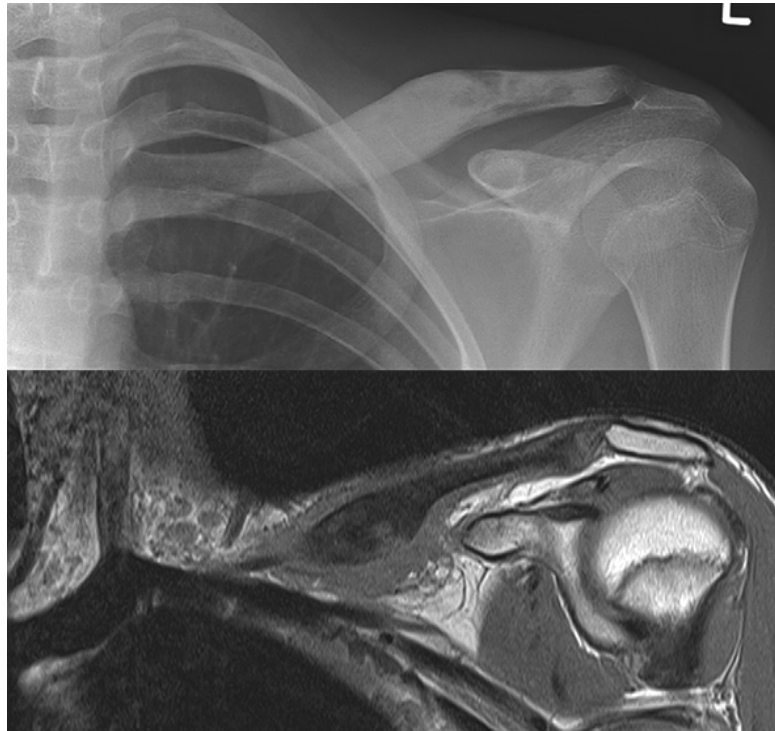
Radiographie conventionnelle (en haut) et montrant l'hyperostose et l'ostéite de la clavicule, vu en IRM en hyposignal T1W (en bas) avec gonflement des tissus mous environnants. Ce cas est un peu atypique dans la mesure où l'extrémité interne de la clavicule n'est pas impliquée. ^[15]
